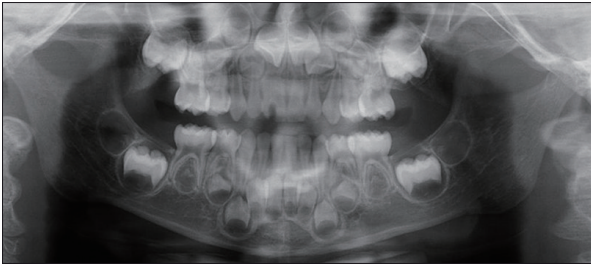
Intraoral photograph and panoramic radiograph of the patient with 81 and 82 fused teeth
